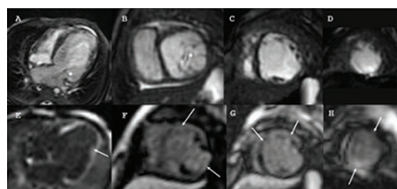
Imágenes estáticas de resonancia magnética demostrando dilatación global de cavidades en vista de 4 cámaras (A) y eje corto basal, medio y apical (B, C, D). Se documenta insuficiencia mitral grave secundaria a dilatación del anillo, con jet central de insuficiencia que llega al techo de la aurícula izquierda (*). Reforzamiento tardío de patrón nabo (flechas) en vista 4 cámaras (E) y eje corto basal, medio y apical (F, G, H).
